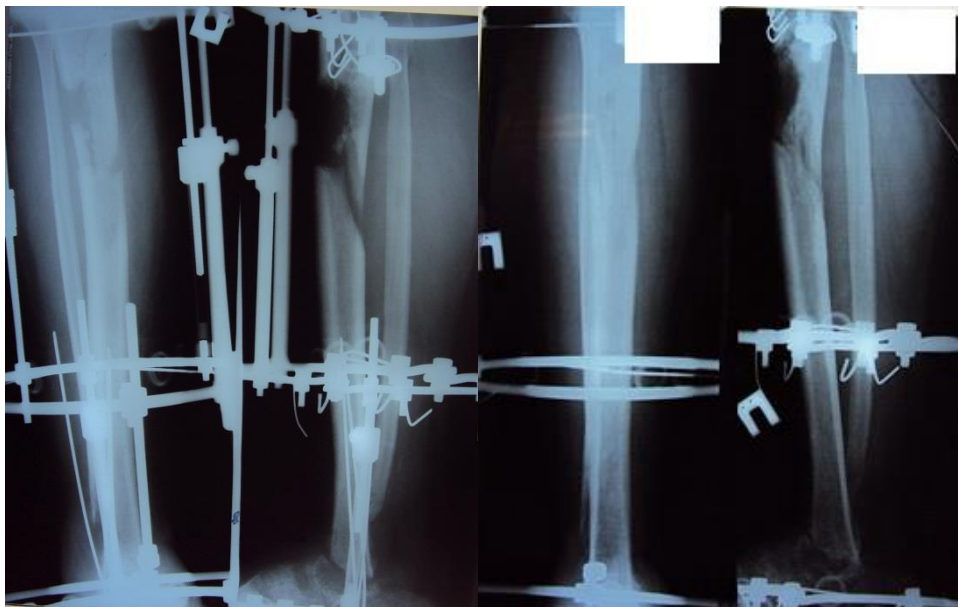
Рентгенограммы правой голени пациента А., 36 лет на этапе компенсации укорочения конечности в АВФ после остеотомии большеберцовой кости (гипопластический регенерат в её верхней трети)
